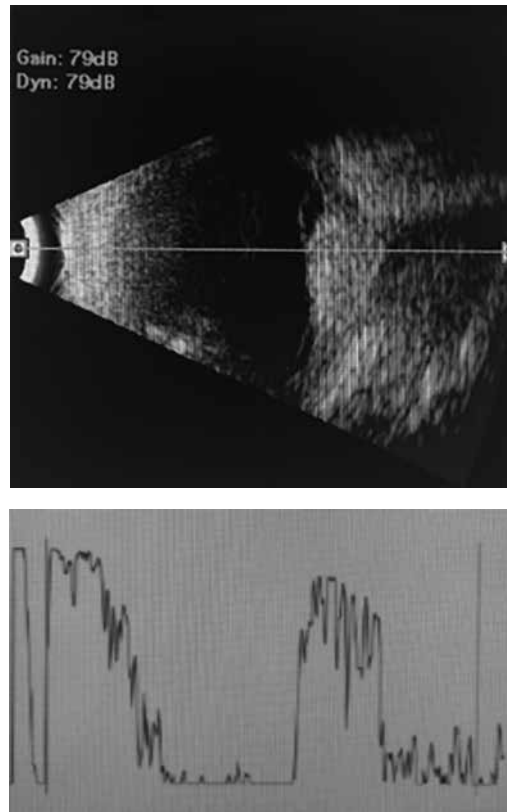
Ecografía ocular de ojo izquierdo. Lesión acústicamente sólida, con superficie anterior intensa y alta reflectividad interna, sin excavación coroidea ni sombras orbitarias.
